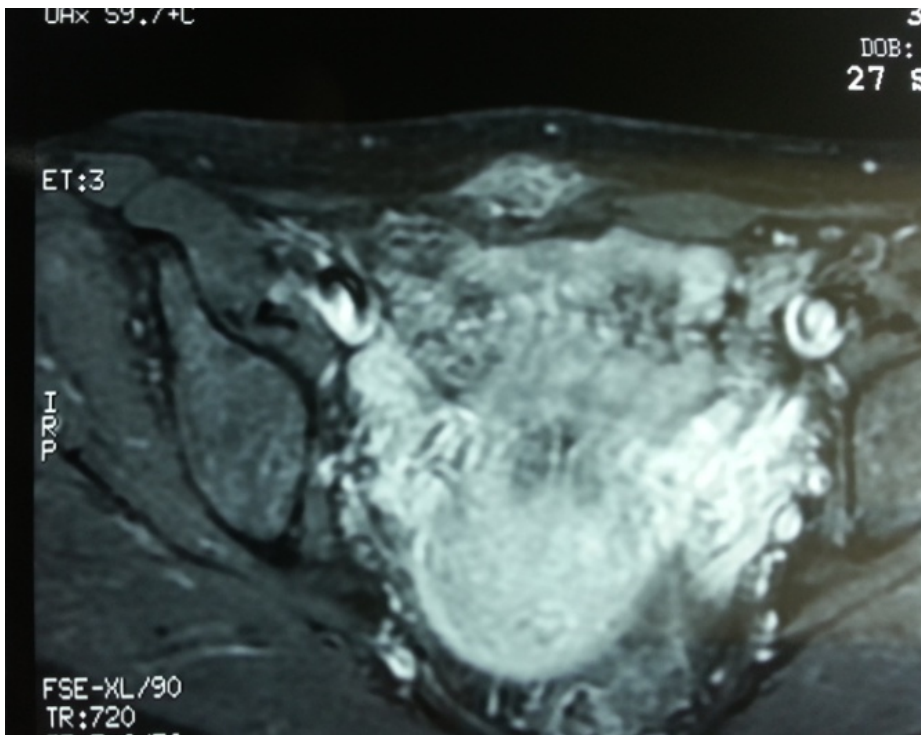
IRM pelvienne coupe axiale :
